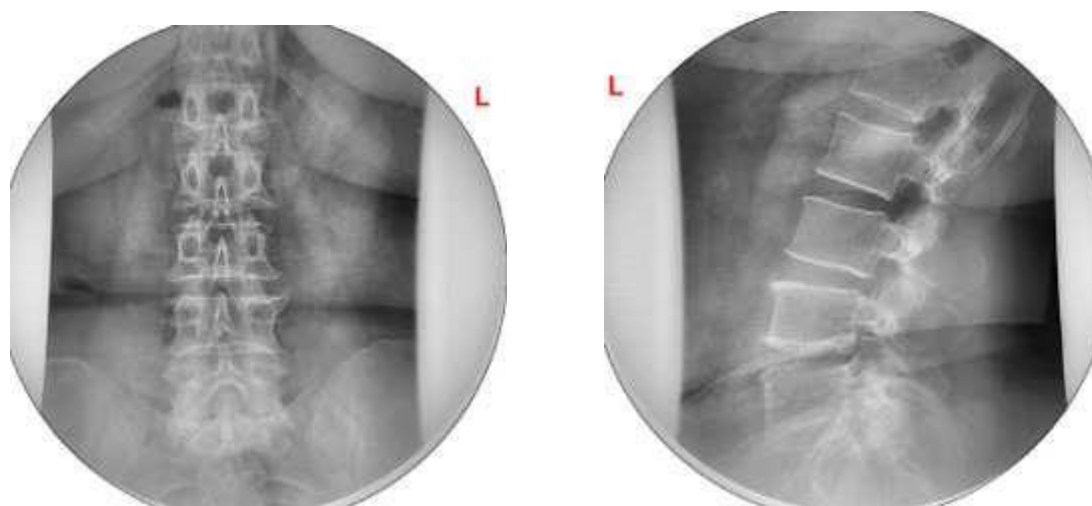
Рентгенография позвоночного столба в прямой и боковой проекциях.
